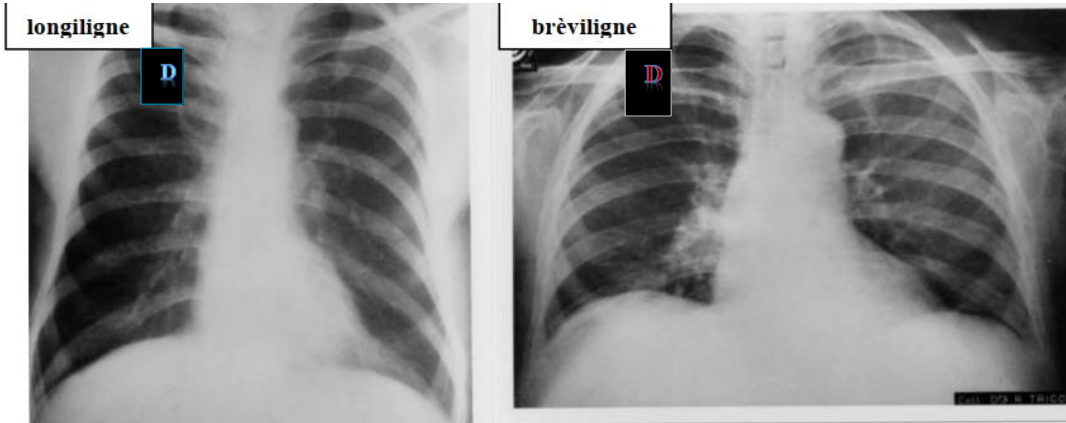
Clichés radiographiques du thorax face. [25]
